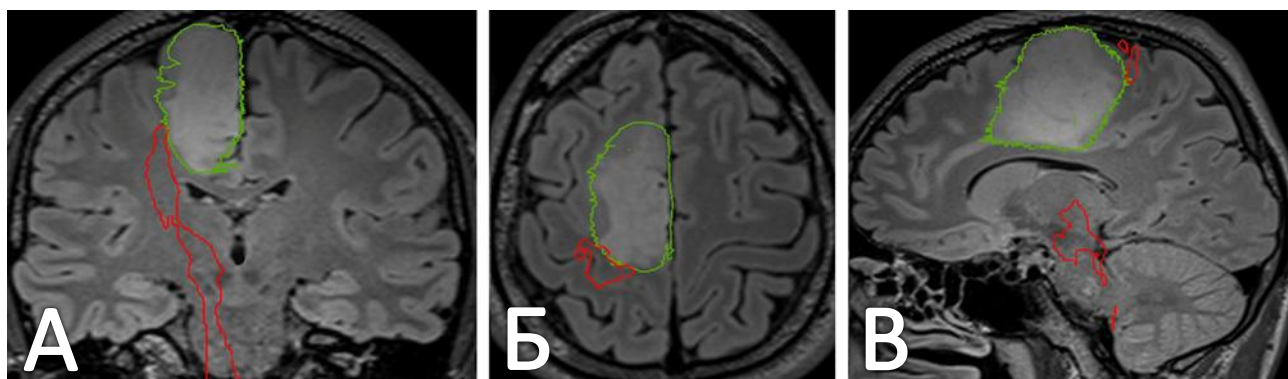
Реконструкция трактов белого вещества у пациента Л. в предоперационном периоде (зеленым цветом обозначена опухоль, красным – КСТ). А. Коронарный срез МРТ в последовательности T2-ВИ FLAIR. Б. Аксиальный срез МРТ в последовательности T2-ВИ FLAIR. В. Сагиттальный срез МРТ в последовательности T2-ВИ FLAIR
